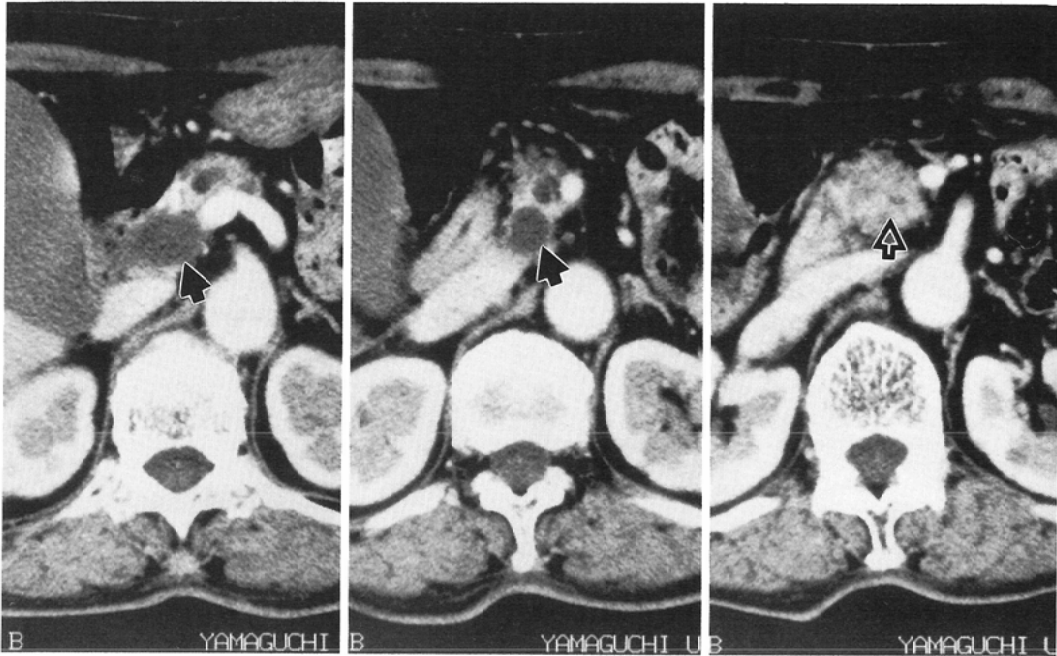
A case of carcinoma of the head of the pancreas. (Case 7); Dilated bile duct (→) is demonstrated as a round hypodense ringlike structure above carcinoma (⇨), and hypodense ringlike structure is not demonstrated at carcinoma. Bile duct invasion is positive in CT findings, and the pathological findings.
